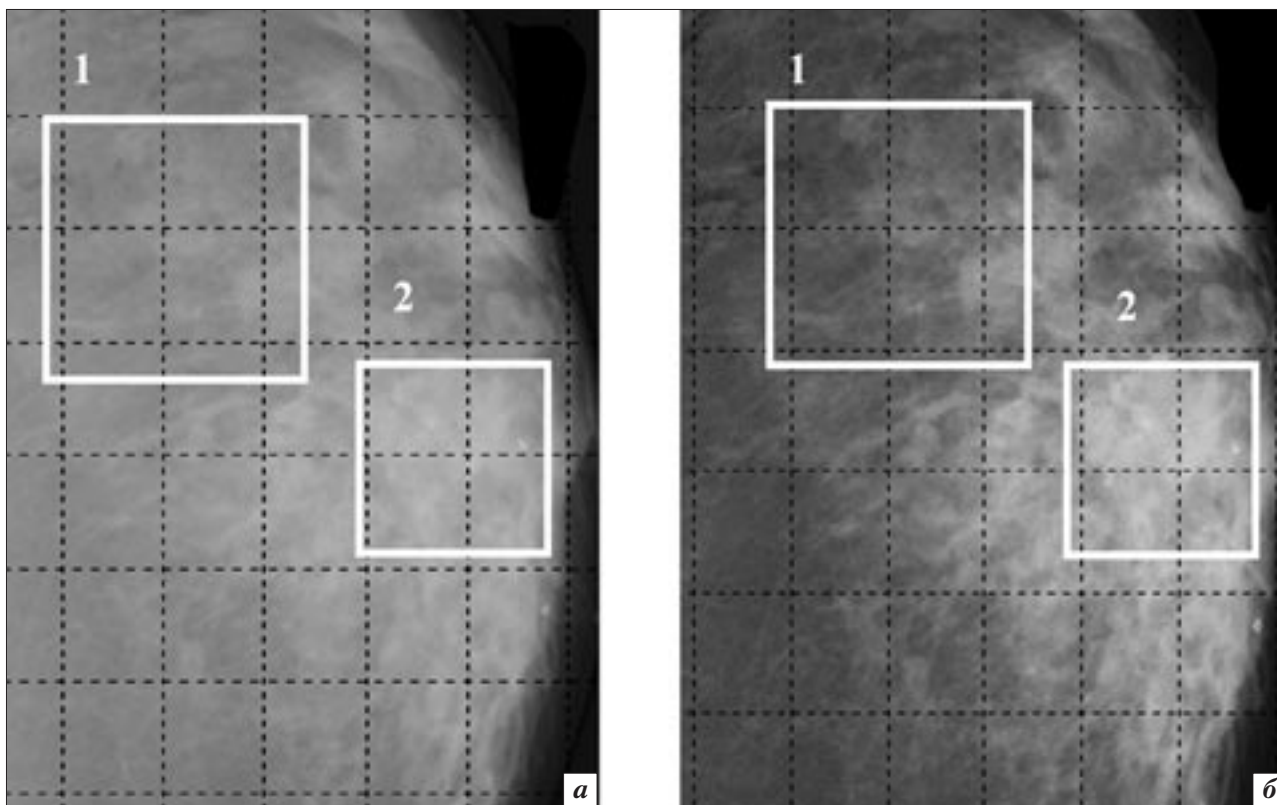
Рентгеновская маммография, *a* – $E = 40$ кэВ, *б* – 20 кэВ:
